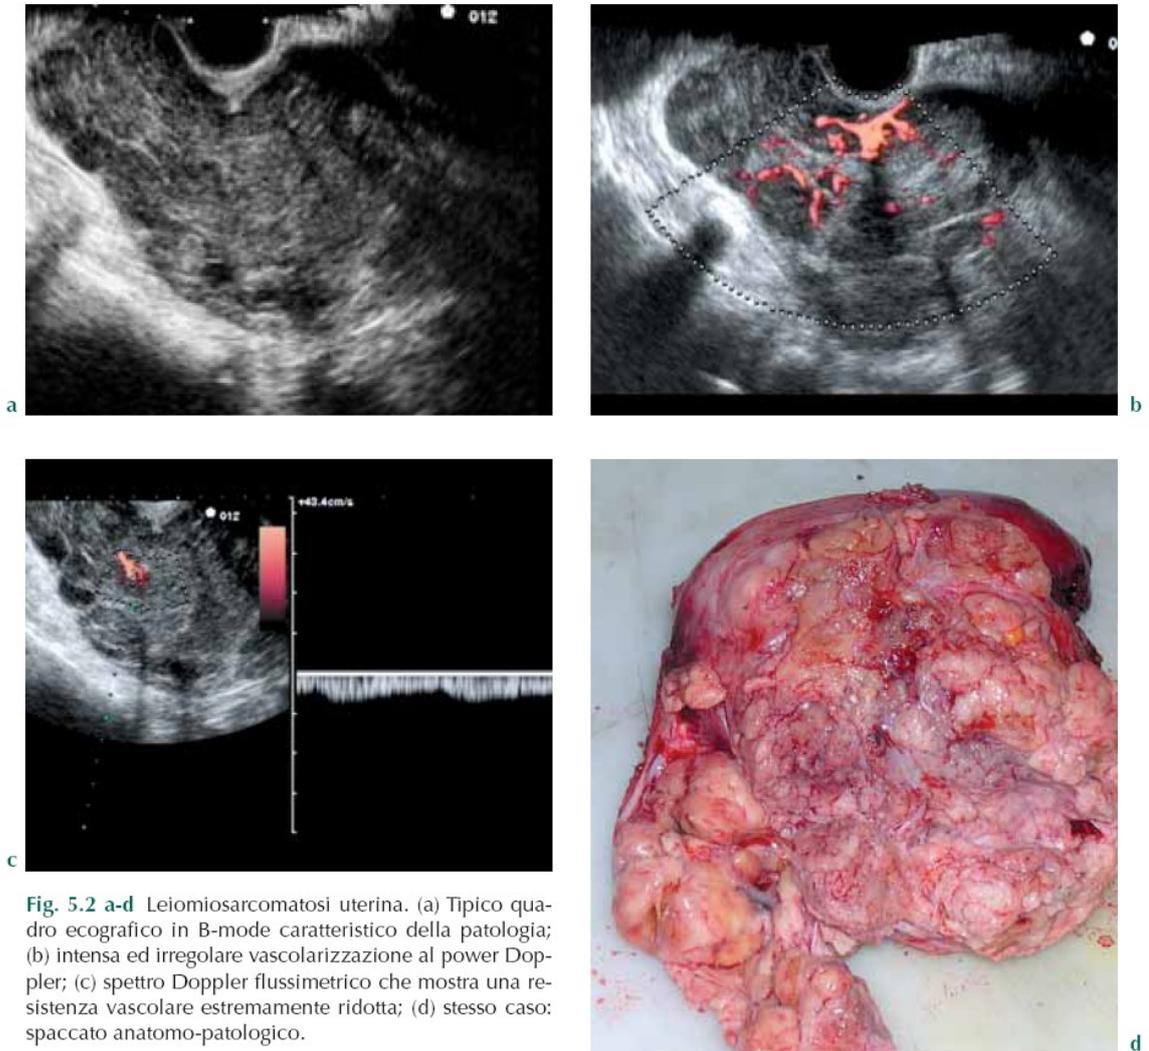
a-d Leiomyosarcomatosi uterina. (a) Tipico quadro ecografico in B-mode caratteristico della patologia; (b) intensa ed irregolare vascolarizzazione al power Doppler; (c) spettro Doppler flussimetrico che mostra una resistenza vascolare estremamente ridotta; (d) stesso caso: spaccato anatomico-patologico.
